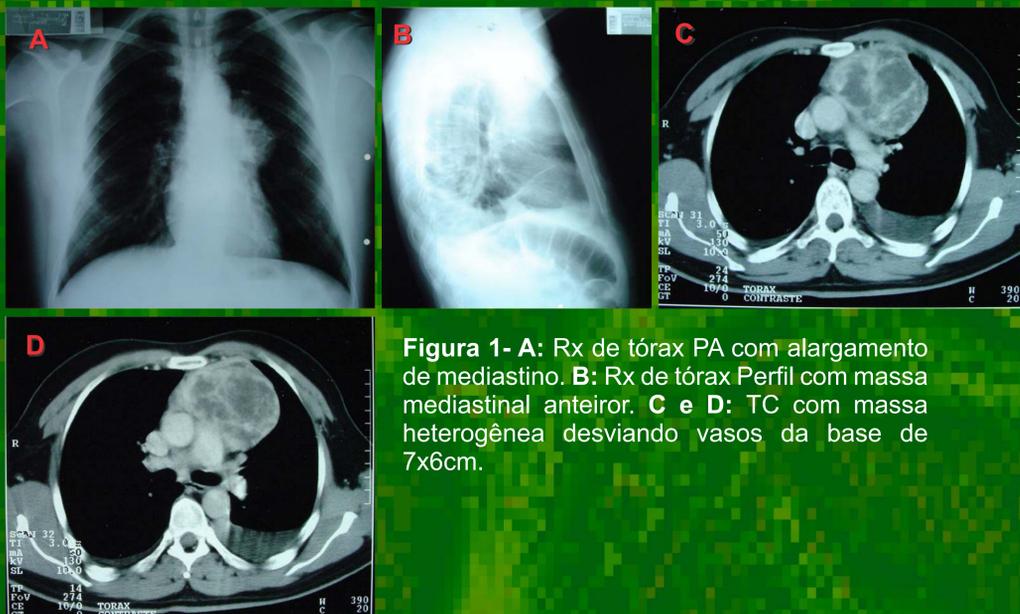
A: Rx de tórax PA com alargamento de mediastino. B: Rx de tórax Perfil com massa mediastinal anterior. C e D: TC com massa heterogênea desviando vasos da base de 7x6cm.
